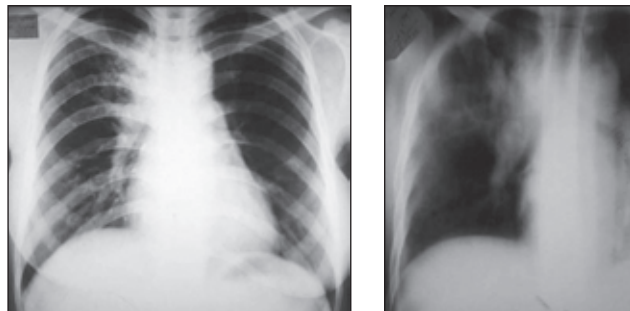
Больная Н. Обзорная рентгенограмма ОГК и томограмма правого легкого (срединный срез)
